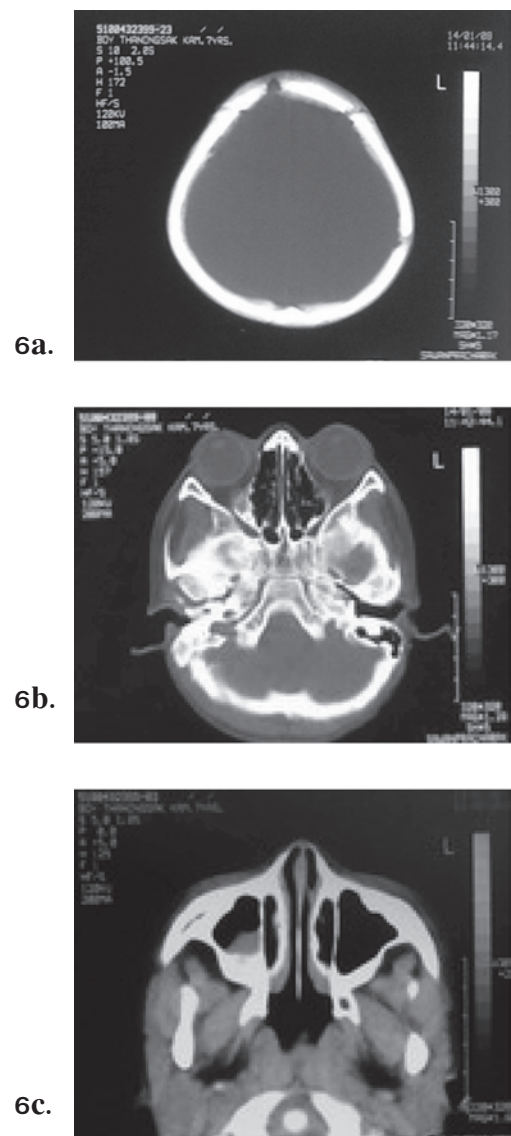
6b. and 6c. The CT scan showed.
